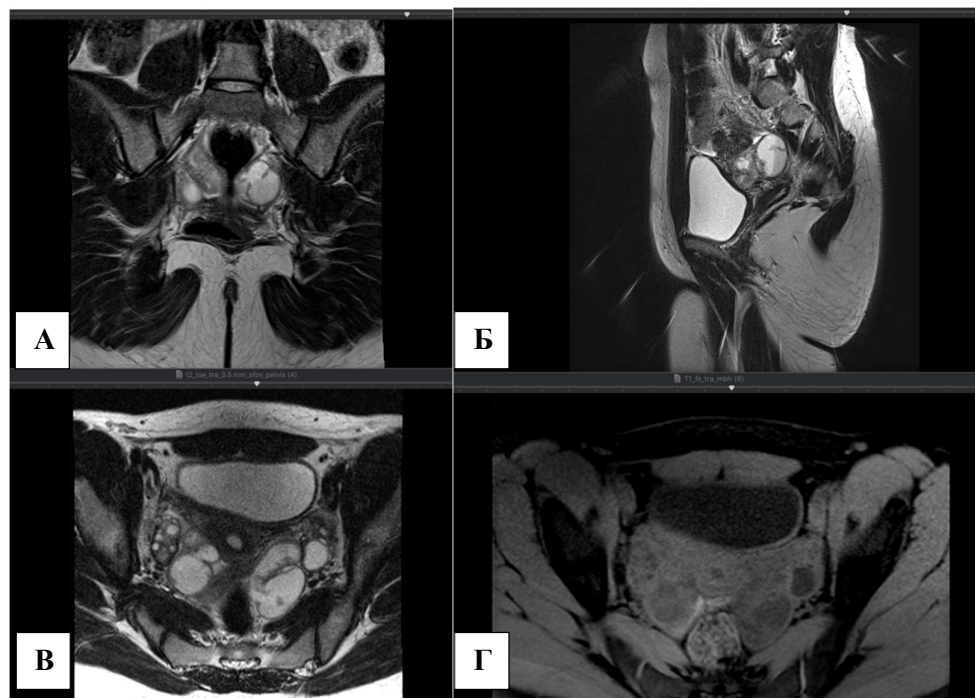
МР-томограммы, T2 ВИ и T1 FS ВИ. Гидросальпинкс, неполные перегородки в просвете расширенной маточной трубы.
